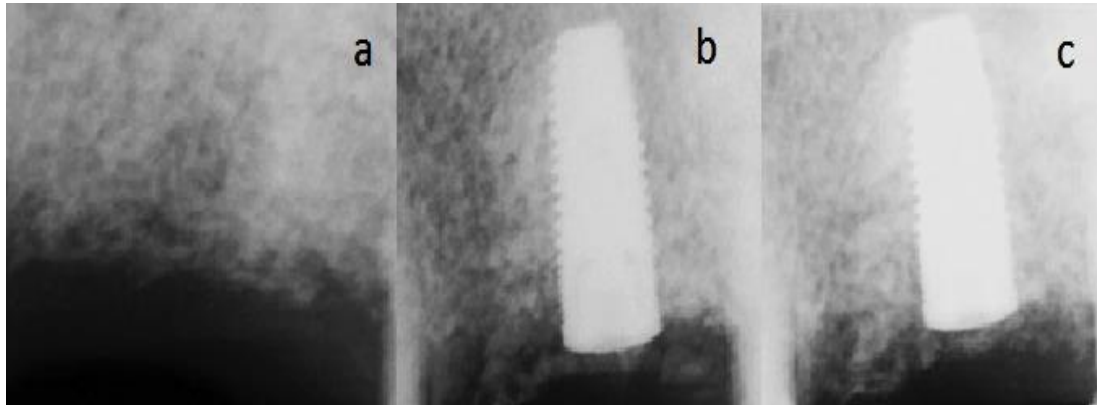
Рентгенологічний контроль за заміщенням дефекту комірки та дентальним імплантатом (а – комірка заповнена регенерованою кісткою через 6 міс; b – комірка після встановлення імплантату; c – через 3 міс після встановлення імплантату)
